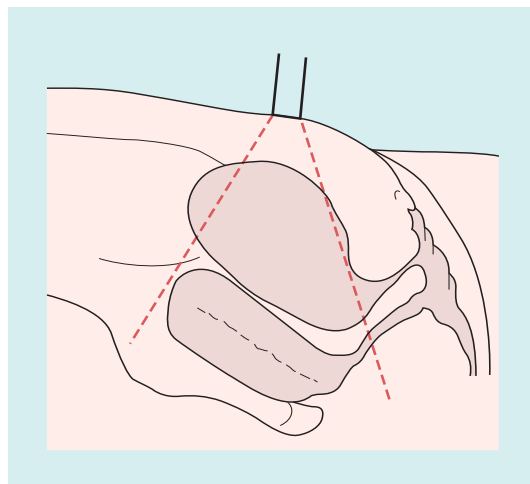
Plano sagital a través del abdomen que muestra que con una vejiga urinaria llena la geometría de la valoración del flujo sanguíneo mediante Doppler no es óptima.
